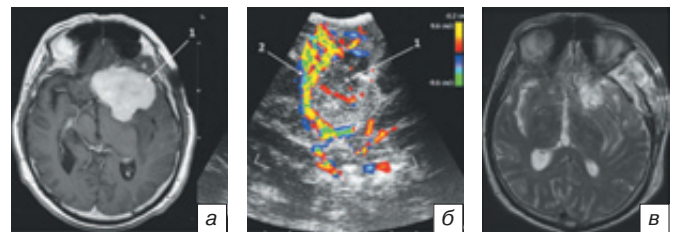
МРТ и ИС с использованием доплерографического режима у пациента с менингиомой крыла основной кости слева: *a* — МРТ пациента с менингиомой крыла основной кости слева, T1-взвешенное изображение, аксиальная проекция. Определяется крупных размеров опухоль (1), интенсивно накапливающая контрастное вещество, сдавливающая артерии основания черепа (внутреннюю сонную, среднюю, переднюю мозговые артерии); *б* — менингиома (гиперэхогенное объемное образование с ровными контурами и четкими границами (1), средняя мозговая артерия, огибающая опухоль (2)); *в* — МРТ через 12 ч после операции — определяется зона отека в проекции удаленной опухоли, остаточной ткани опухоли нет. Fig. 8. MRI and intraoperative sonography with Doppler mode usage at patient with meningioma of left sphenoid wing: *a* — MRI, T1, axial view. The large-sized tumor (1), intensively accumulating the contrast agent and compressing the arteries of cranial base (internal carotid artery, middle and anterior cerebral arteries), is seen; *б* — meningioma (hyperechoic mass lesion with straight contours and distinct borders (1), middle cerebral artery, circumflex the tumor (2); *в* — MRI in 12 hours after operation — the edema zone is seen in the projection of removed tumor. There are no signs of remnant tumor tissue.
